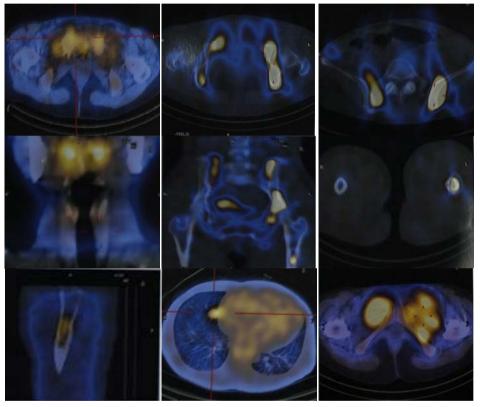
2011-8-26 hPET/CT, high uptake of ¹⁸F-FDG can be seen in bilateral iliac, sacrum, acetabulum, pubis, muscle around of the pubis and multiple nodes in lungs 图 2. 2011-8-26 hPET/CT, 双侧髂骨、骶骨、髋臼、耻骨及耻骨周围肌肉组织 ¹⁸F-FDG 代谢增高,双肺内多发结节,¹⁸F-FDG 代谢增高
